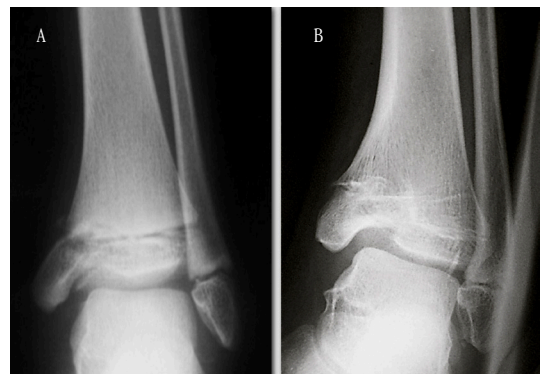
Radiografía anteroposterior de tobillo izquierdo de una niña de 7 años (A), con una fractura Salter y Harris 3 de tibia distal. Se observa en una radiografía a los 10 años de edad la formación de una barra postraumática y una desviación en varo del tobillo (B).
